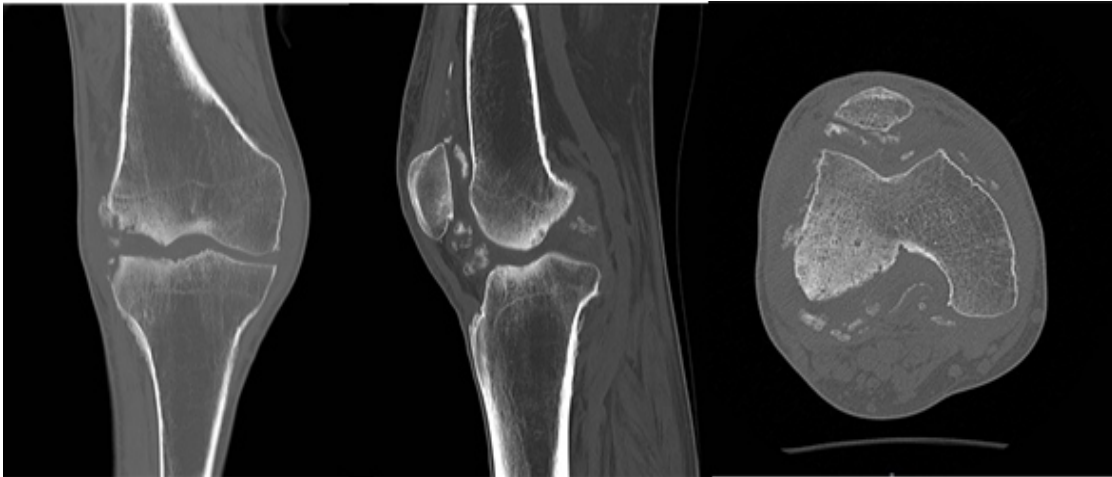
Tomografía de rodilla derecha en diferentes cortes. Se observa destrucción del cóndilo femoral y platillo tibial externos con múltiples fragmentos óseos.
